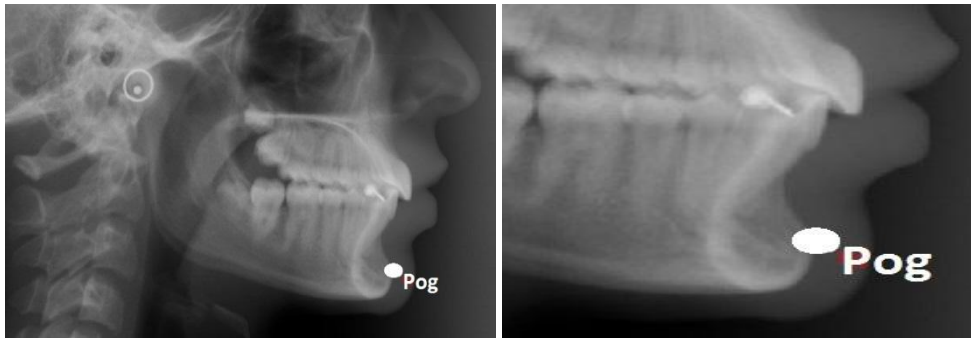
Pogonion - aspect radiografic
